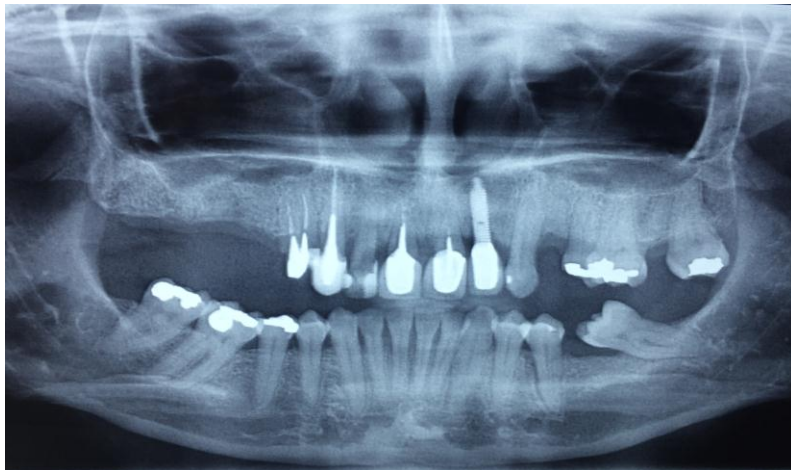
Radiografia panorâmica de um paciente com ausência de dentes posteriores, instabilidade oclusal, recorrente fratura de peças protéticas anteriores e posteriormente, fratura radicular dos incisivos centrais superiores.
